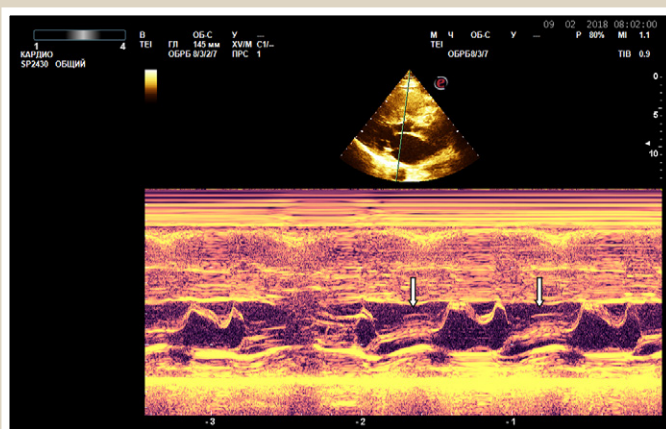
Эхокардиограмма (М и В режимы сканирования) пациента с ГКМП и обструкцией ВТЛЖ. Стрелками указано переднесистолическое движение митрального клапана к МЖП на фоне ее значительной гипертрофии до 27 мм в диастолу. Собственное наблюдение.
